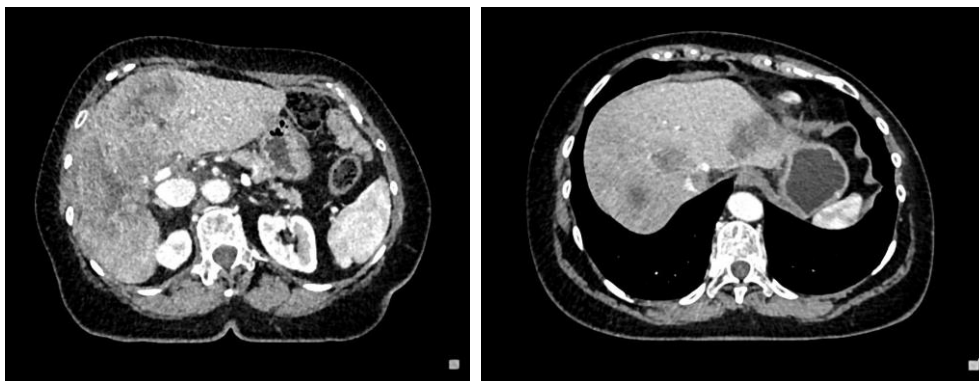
Kontrolní CT vyšetření po výkonu
